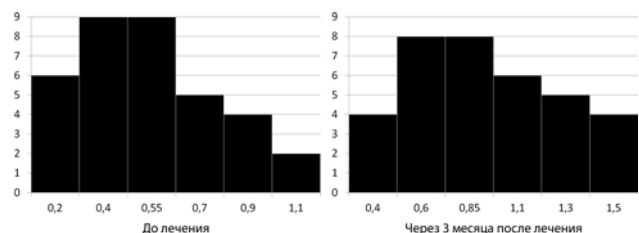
Минимальная высота рентгеновской суставной щели, мм
